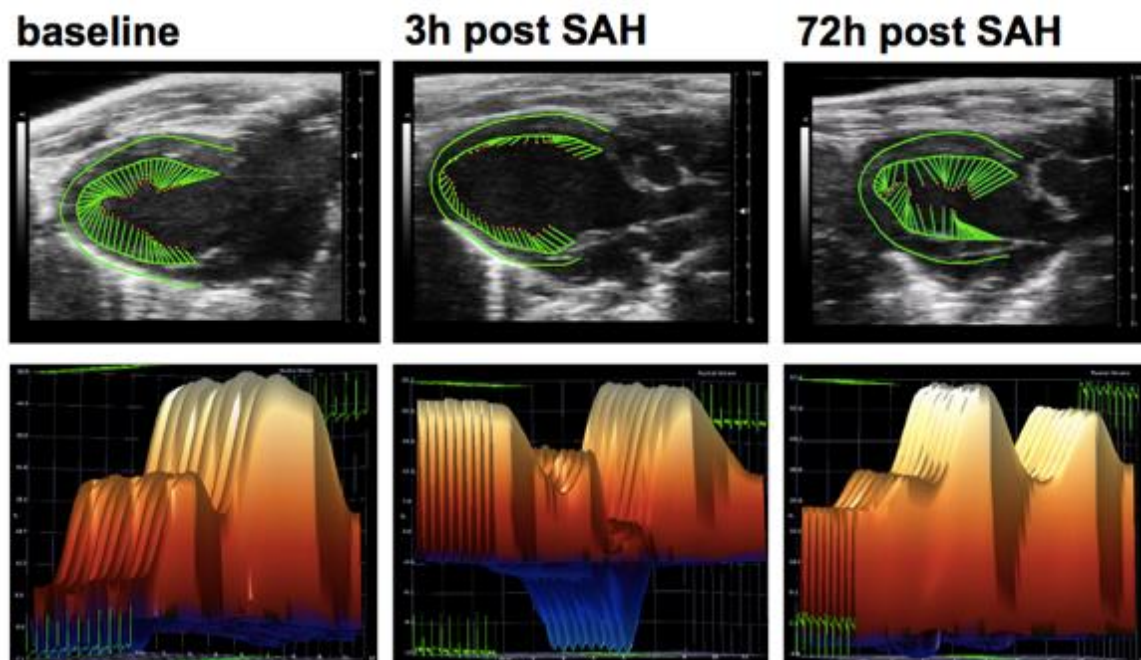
Echokardiographische Ergebnisse
